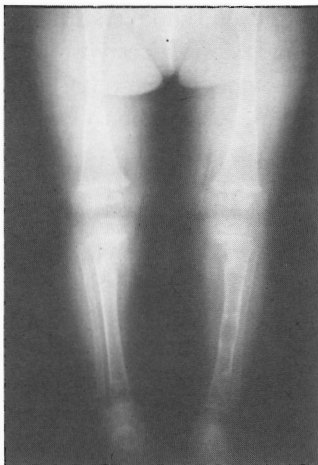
Radiografia antero-posterior dos membros inferiores: imagens radiolucidas nas metáfises e diáfises dos ossos longos, mais evidentes no fêmur e tíbia esquerdos.
